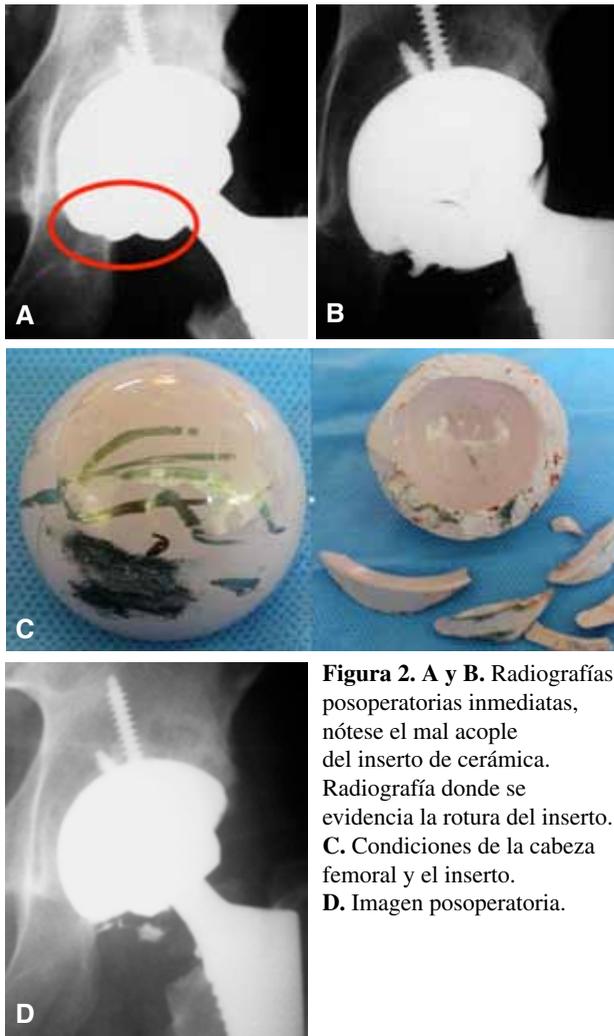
A y B. Radiografías posoperatorias inmediatas, nótese el mal acople del inserto de cerámica. Radiografía donde se evidencia la rotura del inserto. C. Condiciones de la cabeza femoral y el inserto. D. Imagen posoperatoria.
